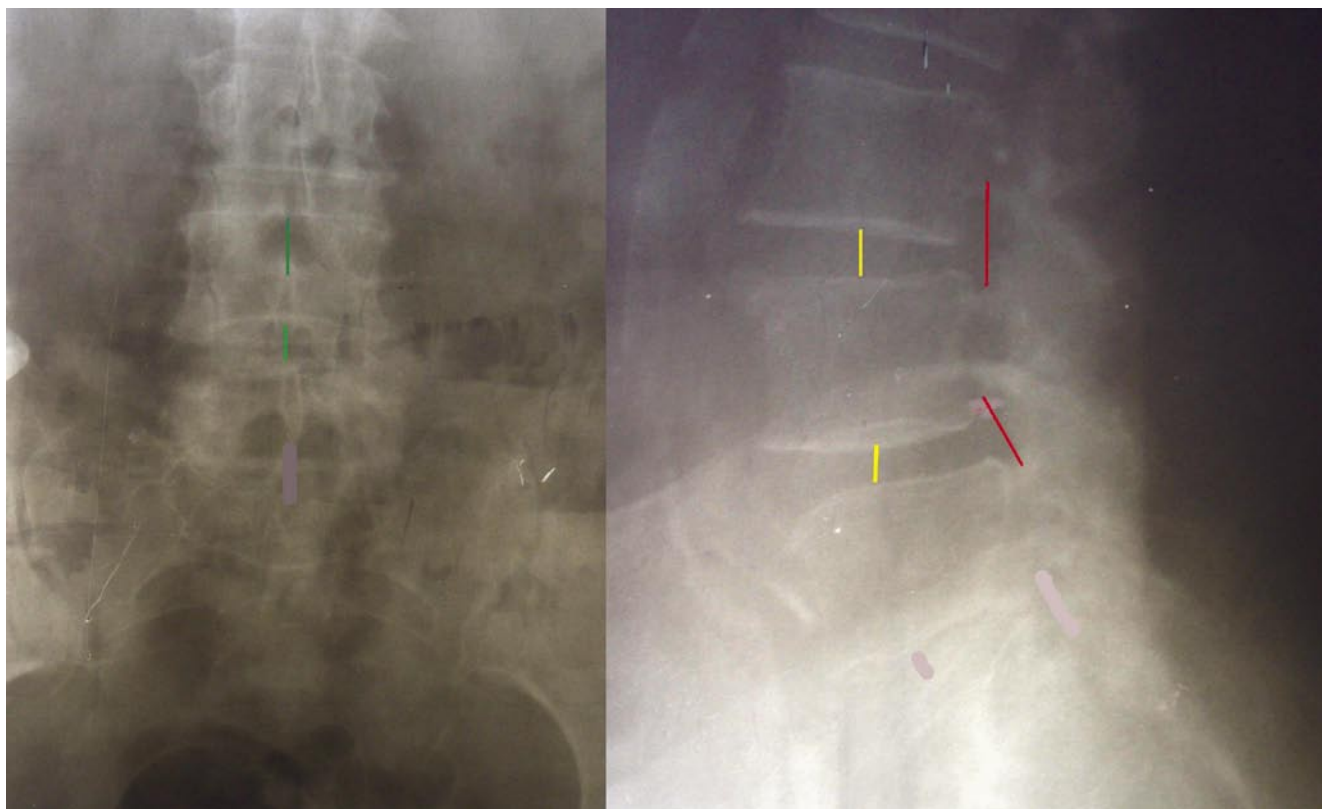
1Б. Рентгенограммы до оперативного вмешательства. Зеленый маркер – высота межостистого пространства. Желтый маркер – высота межтелового пространства. Красный маркер – высота межпозвоночного отверстия
